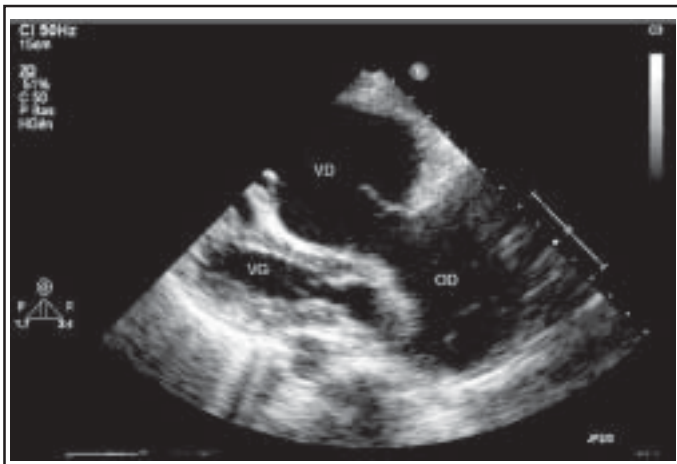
Image échographique en coupe sagittale. La taille du VD dépasse largement celle du VG ce qui témoigne de la dilatation sévère du VD.
